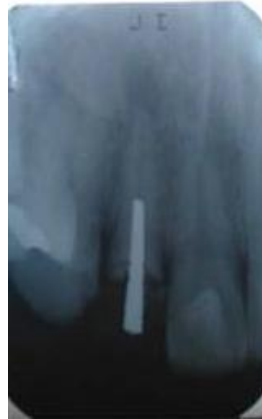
Radiografía inicial. Se procede a tomarle una radiografía periapical, en donde observa que el diente 22 presenta lesión periapical, ensanchamiento de ligamento periodontal y poste metálico sin tratamiento de conductos.
